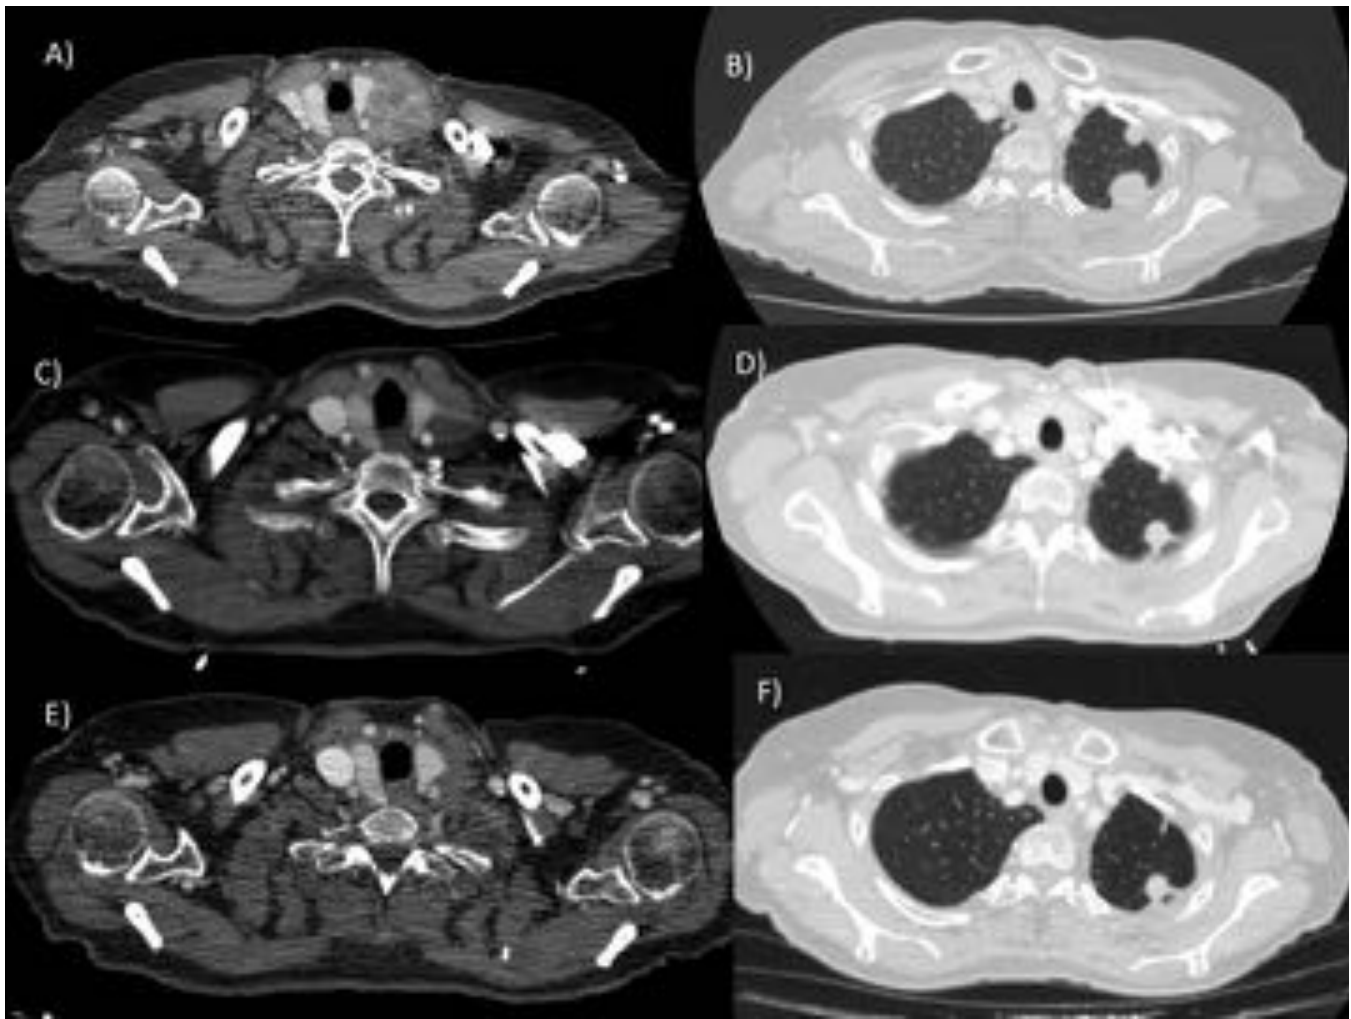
TC torácico con CIV. A y B) TC screening: (A) Gran adenopatía en cadena yugular interna izquierda, con necrosis central y realce periférico. (B) Imágenes nodulares bilaterales. C y D) TC 6^a semana: (C) Disminución de tamaño y atenuación de la adenopatía y ausencia de realce periférico. (D) Disminución del tamaño con estabilidad en número de nódulos pulmonares. E y F) TC 12^a semana: Disminución de tamaño de la adenopatía y tendencia a la disminución de tamaño de los nódulos pulmonares.
